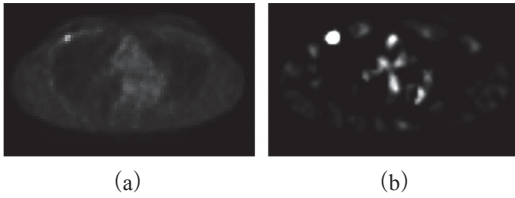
塊状構造の強調. (a)PET 原画像, (b)塊状構造強調画像.
